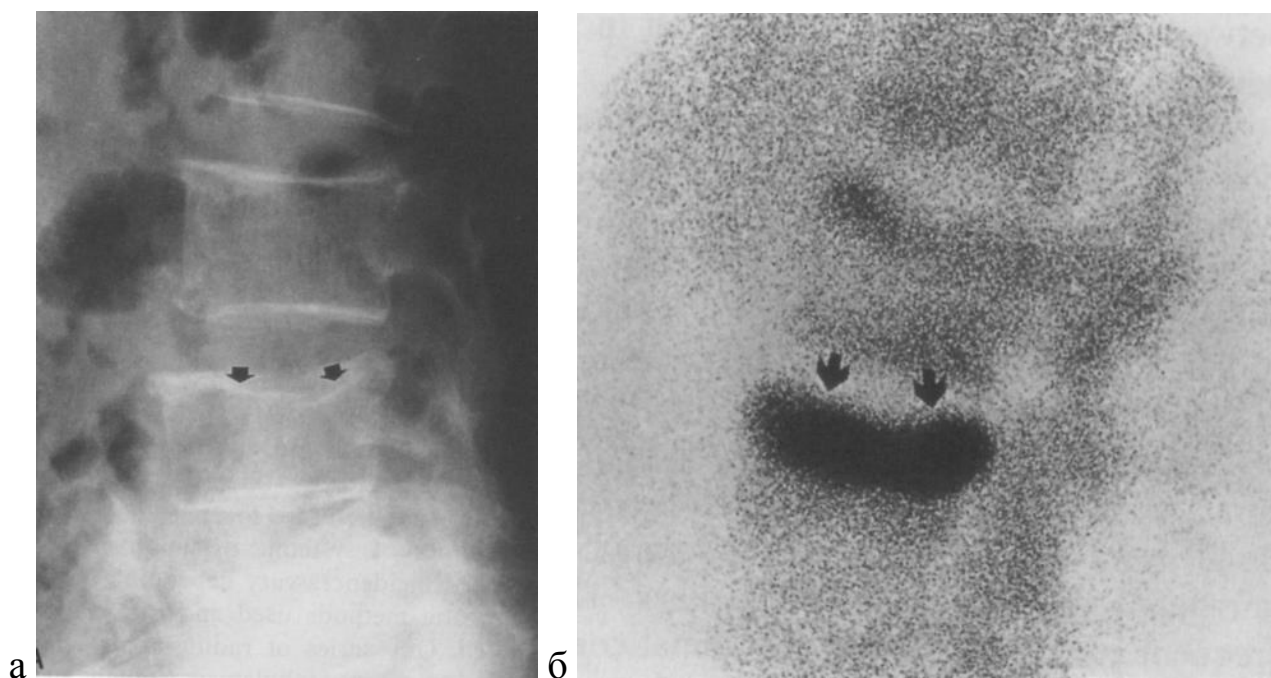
Рентгенограмма (а) и сцинтиграмма (б) остеопоротического перелома позвоночника
